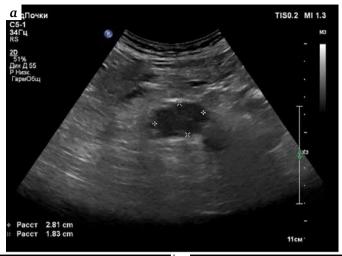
Ultrasound tomograms: a – retroperitoneal conglomerate of lymph nodes along the aorta ( $L_3$  level) of total size 4.2 cm; 6,  $\theta$  – lesion in the spleen 2.3  $\times$  2.0 cm
